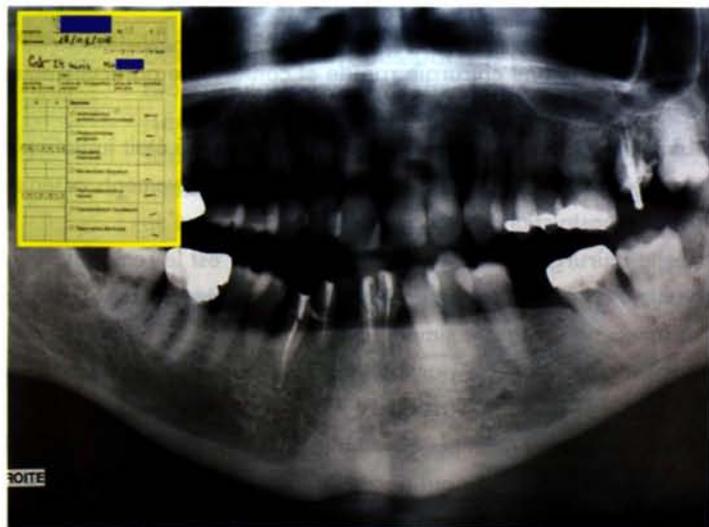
Vérification radiographique et bactériologique à 24 mois
